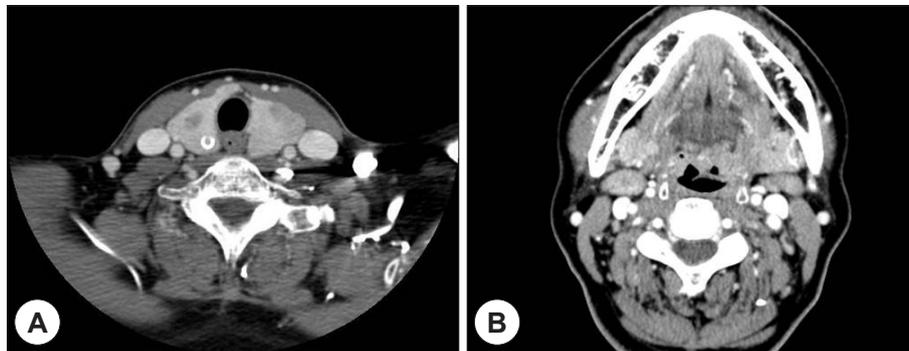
Contrast enhanced neck CT findings. A : It shows diffuse parenchymal enlargement and multiple low attenuated nodules with rim calcification in right thyroid gland. B : It shows enlarged lymph nodes on both level II.
